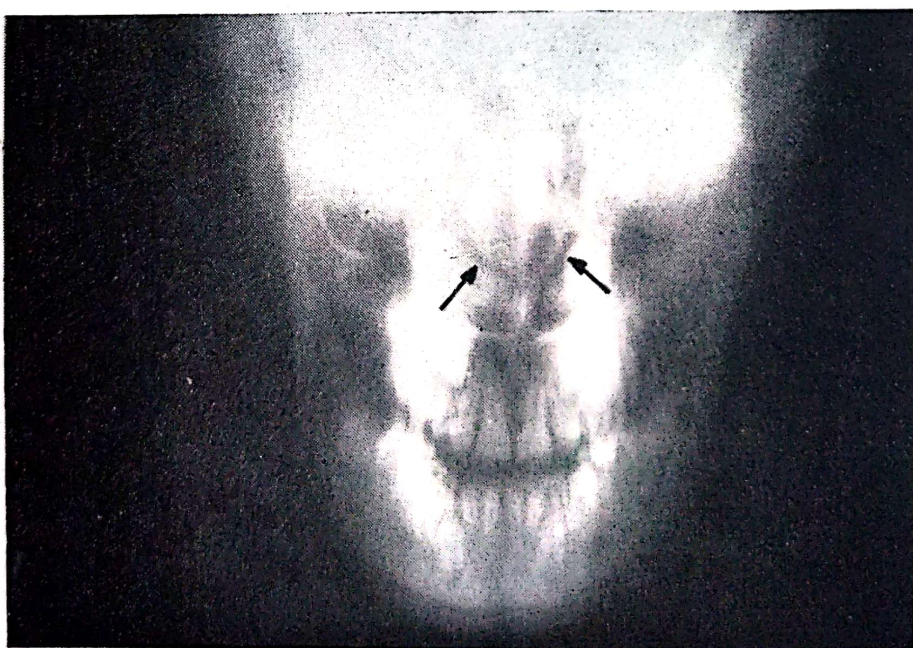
Meningoencefalocel de bază (secțiune tomografică)
